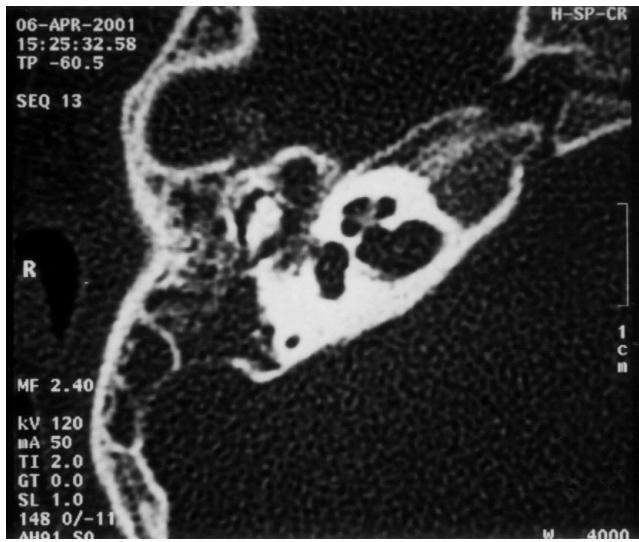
Temporal bone CT shows complete opacification by fluid and soft tissue density in the right mastoid air-cell, the right epitympanum, mesotympanum and posterior tympanum.
